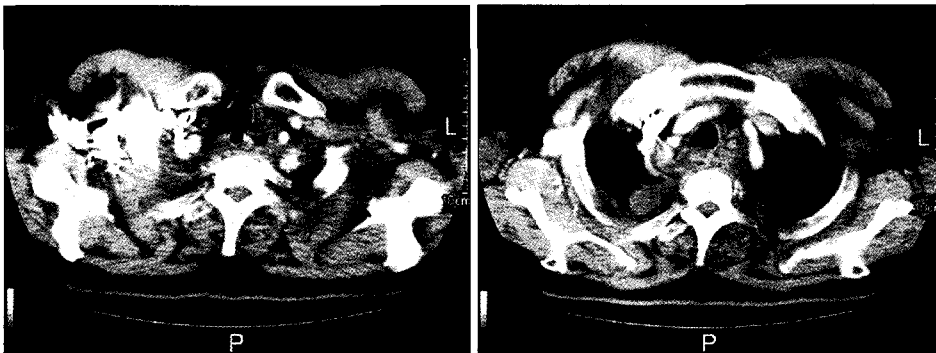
Definite mediastinitis were noted in the computed tomography during second admission periods. This film revealed irregular enhanced and gas contained material around peritracheal and periesophageal space. Both pleural effusion also noted.
